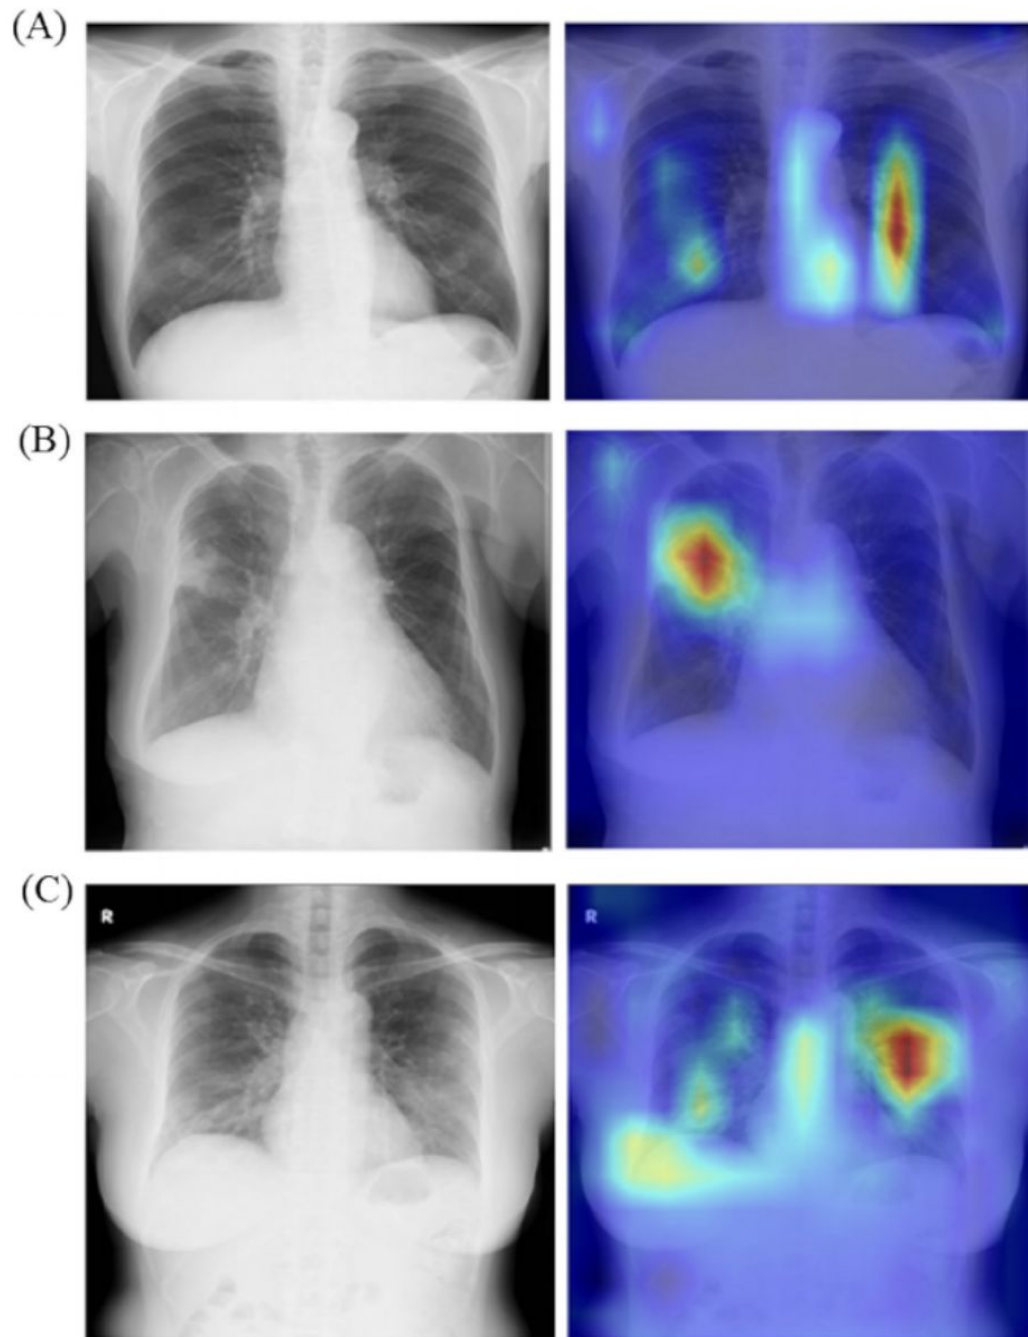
Se presentan los resultados de Grad-CAM aplicados a un modelo de aprendizaje profundo. En la figura se distinguen tres casos: (A) paciente sano, (B) neumonía no asociada a COVID-19 y (C) neumonía por COVID-19. Cada caso incluye tanto la radiografía de tórax como su correspondiente mapa de calor generado mediante Grad-CAM, utilizando un modelo previamente entrenado. Reproducido de Nishio M et al., 2022.
